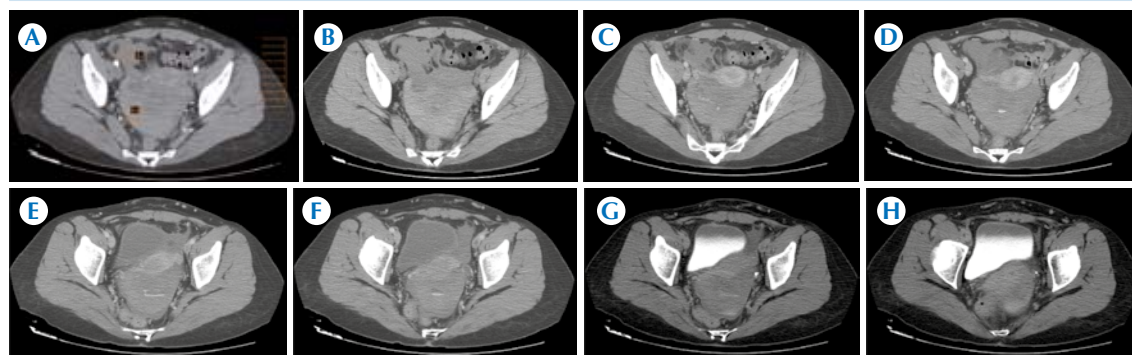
Caso 13. Mujer de 28 años con síndrome doloroso abdominal inespecífico. Tomografía contrastada intravenosa que define A) área de hiperdensidad en relación con hemoperitoneo, con patrón de atenuación de 64 UH. Después del contraste intravenoso muestra B) reforzamiento heterogéneo del hematoma, C-F) hemoperitoneo y extravasación activa del contraste intravenoso en el hematoma pélvico evidenciándose también G-H) en la fase de eliminación tardía. La interpretación por tomografía señaló la posibilidad de abdomen agudo hemorrágico no traumático de origen aneal derecho.
